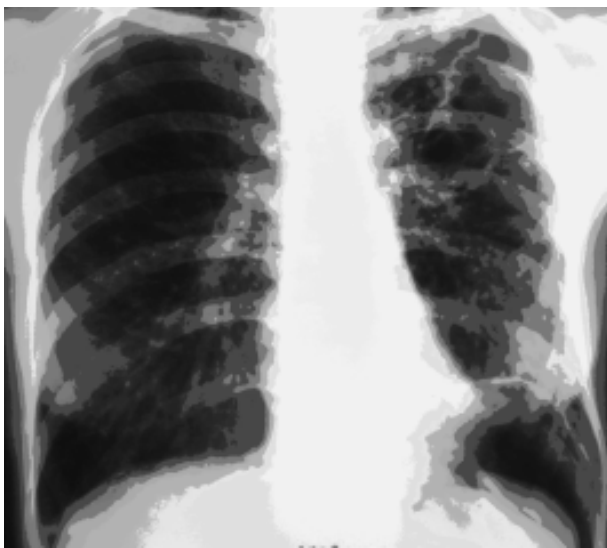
Рентгенограмма грудной клетки больной до 1-й операции
